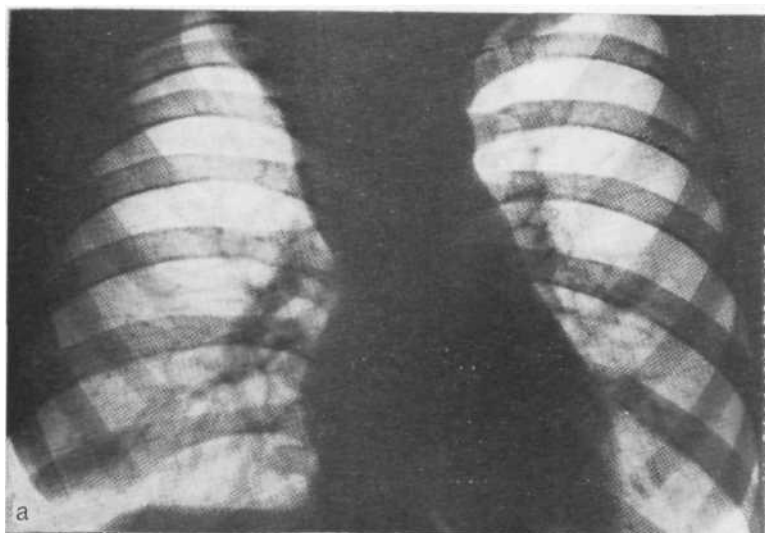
Обзорная рентгенограмма (а) и томограмма в боковой проекции (б). Задневерхний парамедиастинальный плеврит.
